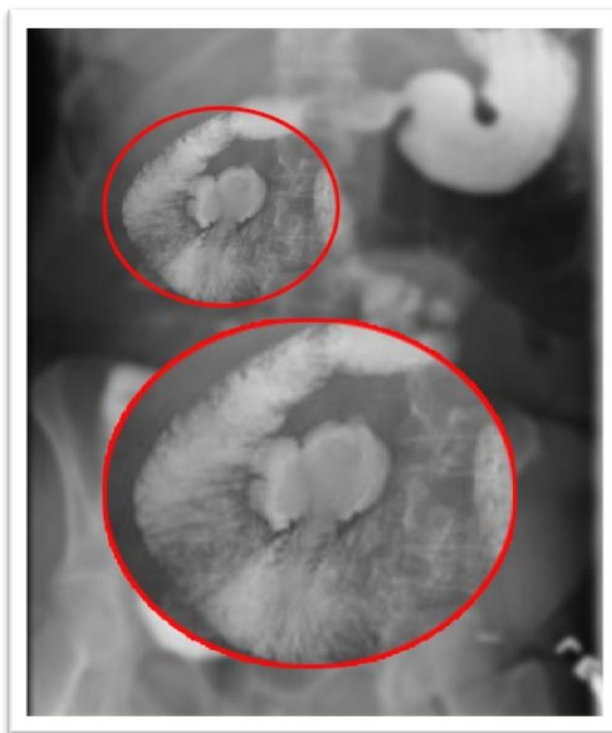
Radiografia baritată a tractului intestinal. În imagine diverticul duodenal la nivelul flexurii (genunchiului inferior al DII (sursa: wikidoc.org)
